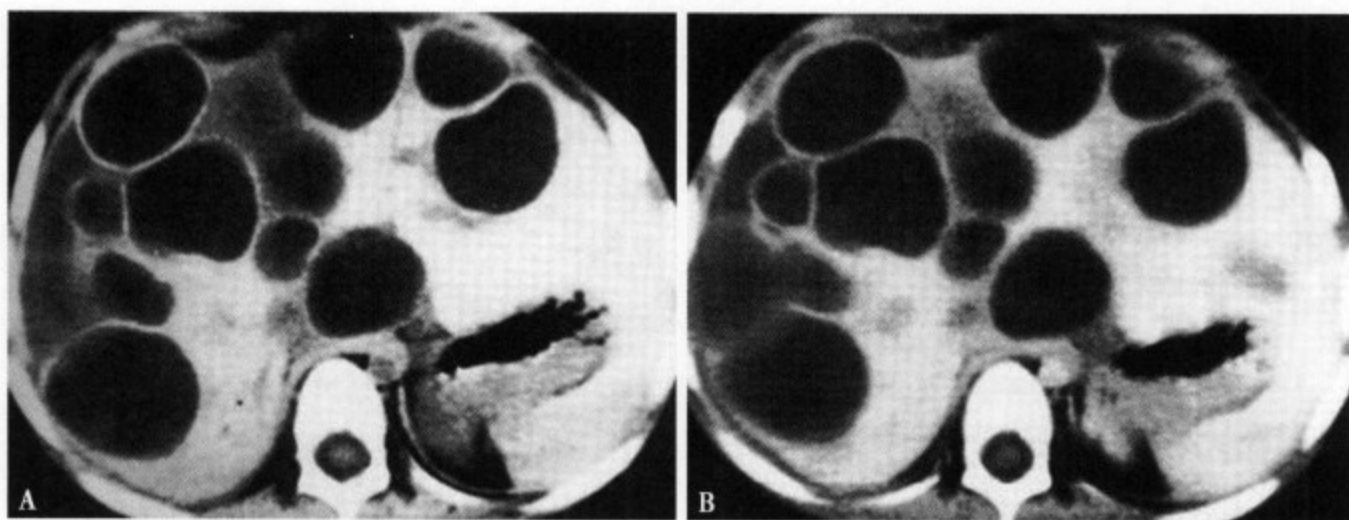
CT (A) 平扫肝内显示多发性类圆形低密度区, CT 值约 4Hu, 边缘光整清楚; 增强 CT (B) 囊肿壁及囊腔内无强化
